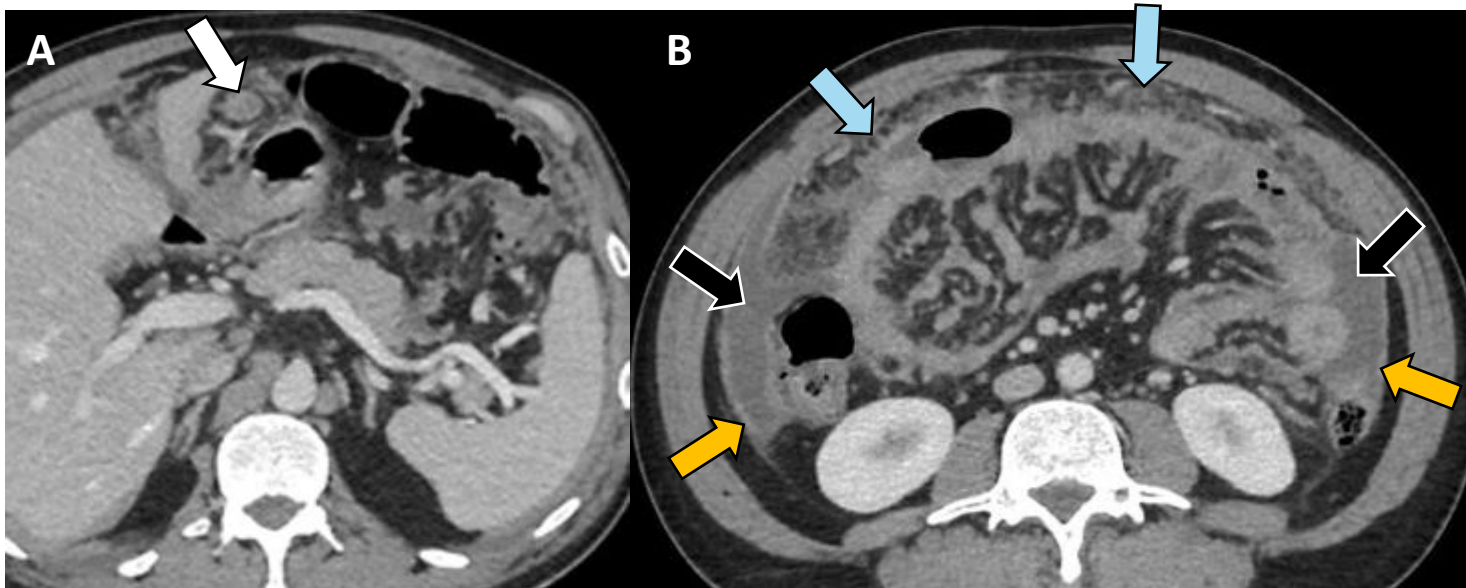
TC axial portal (A,B) en paciente con síndrome constitucional con fiebre y pérdida de peso, con los hallazgos típicos en TC de tuberculosis peritoneal:
